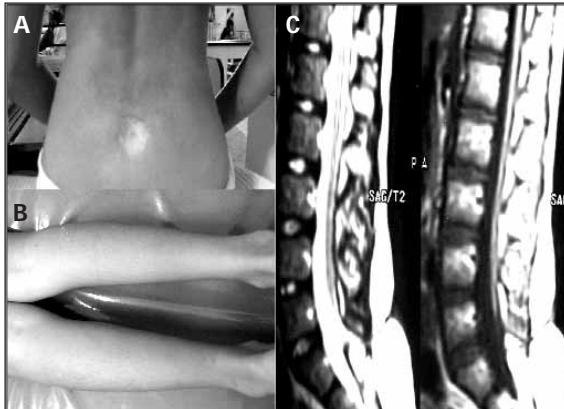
A: estigma cutáneo. B: hipotrofia de MID. C: RMN trayecto dermoneural y médula anclada.
